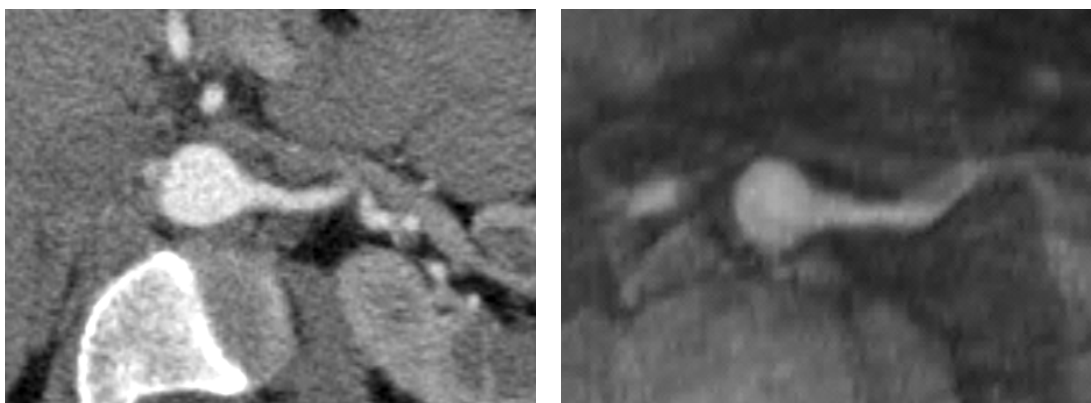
Angio-TC y ARM-TOF muestran la arteria renal izquierda permeable, sin signos de estenosis a nivel proximal y pérdida de señal a nivel distal.
